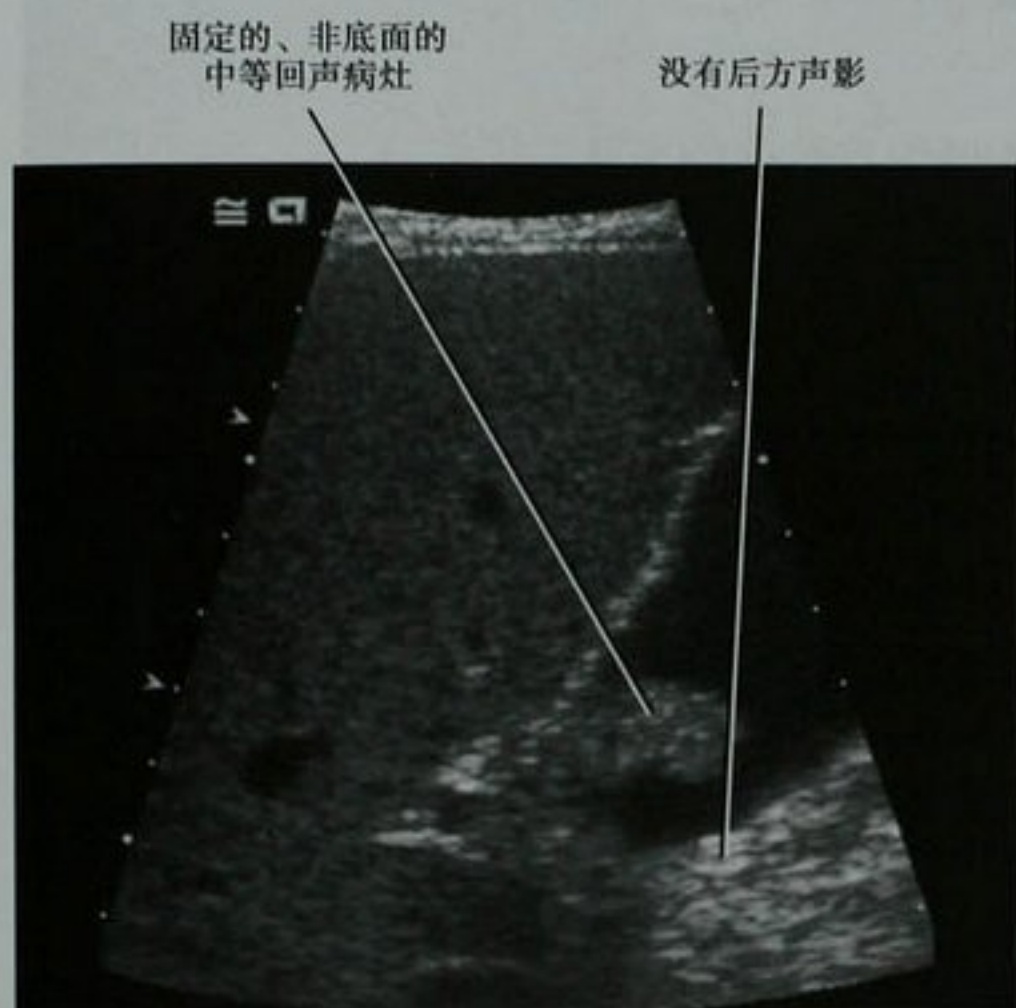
胆囊息肉患者,通过胆囊颈部的超声纵向图像
